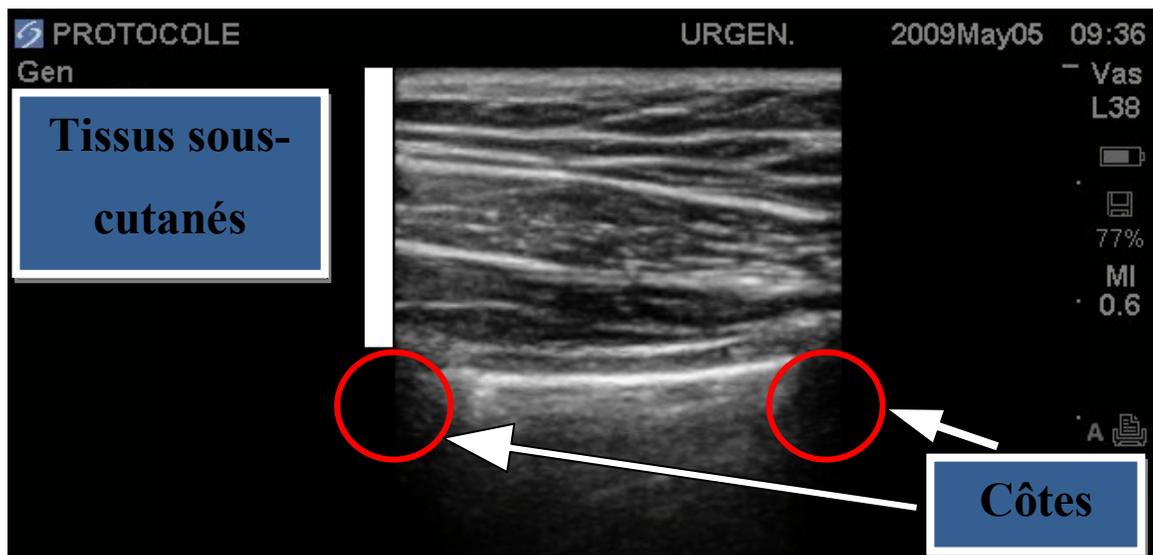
Structures anatomiques fixes en échographie pulmonaire.
